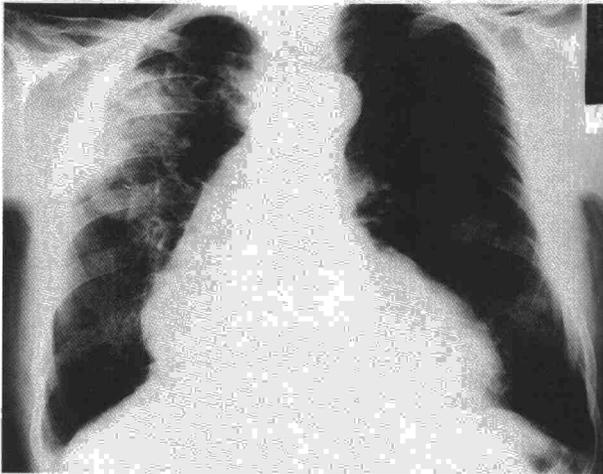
Radiografía de tórax del paciente en la que se aprecia cardiomegalia y masas pulmonares.
